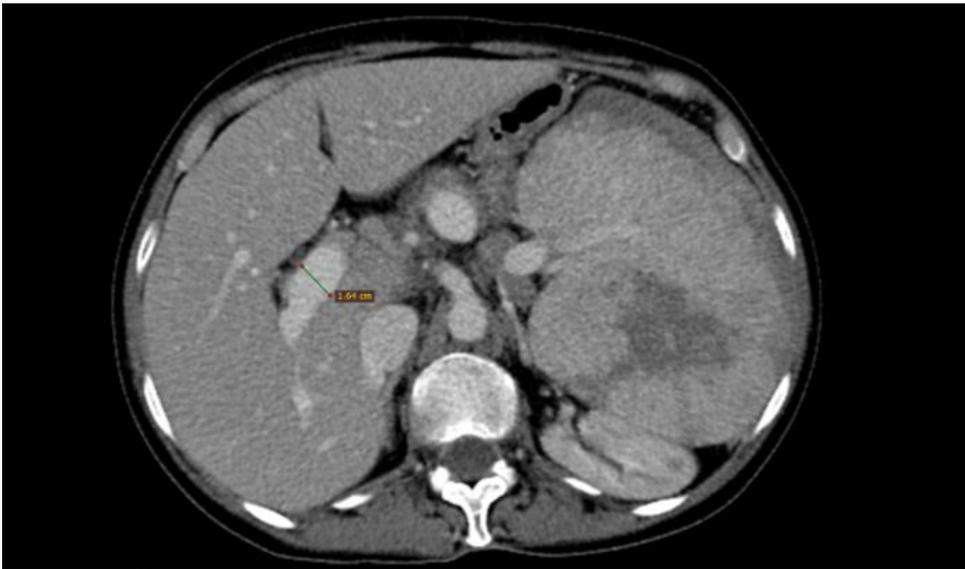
Tomografia de abdome em corte axial evidenciando veia porta de 1,64cm de calibre e esplenomegalia maciça.
